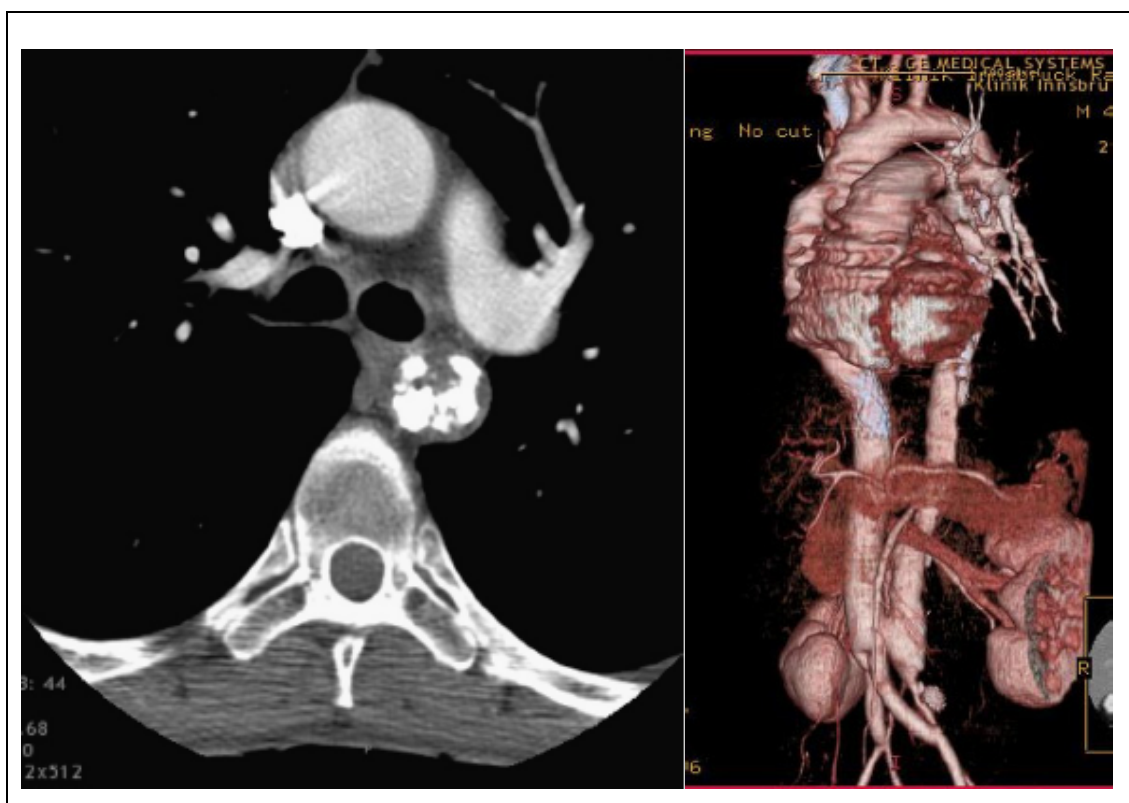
links: CT-Darstellung der Aorta descendens mit starker intraluminaler *Coral reef* Verkalkung bei einem 37jährigen Patienten mit pAVK; rechts: postoperatives CT mit aortoiliacalem Bypass
